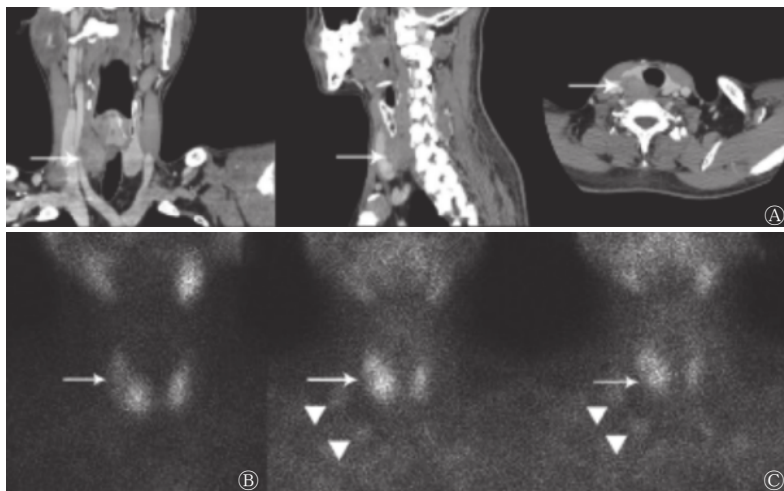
甲状旁腺癌患者(男性, 41 岁)影像学检查结果 图中, A: 从左至右依次为增强 CT 横断面、矢状面、冠状面图像, 示甲状腺右叶偏后方可见不规则团块状低强化区(箭头所示); B: ⁹⁹Tc^mO₄ 甲状腺显像示甲状腺右叶中部“冷”结节(箭头所示); C: 从左至右依次为⁹⁹Tc^m-MIBI 双时相平面显像早期相和延迟相, 早期相(注射后 15 min)可见甲状腺右叶中部边界欠清的放射性分布减低区, 延迟显像(注射后 2 h)未见明显填充(长箭头所示), 右侧颈部可见 2 个团状放射性摄取, 延迟显像未见明显降低(短箭头所示)。CT: 计算机断层摄影术; ⁹⁹Tc^mO₄⁻: 高锝酸盐; MIBI: 甲氧基异丁基异腈
